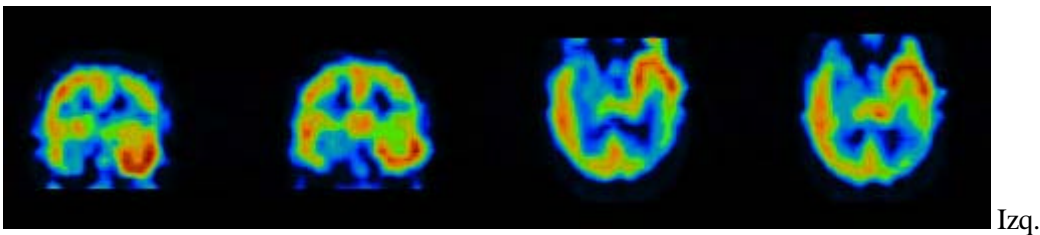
Cortes coronales y temporales de un SPECT cerebral del mismo paciente, al que se le inyectó el trazador durante una CPC temporal izquierda. El SPECT cerebral muestra un importante aumento de perfusión en el córtex temporal izquierdo, coincidiendo con la RE.
